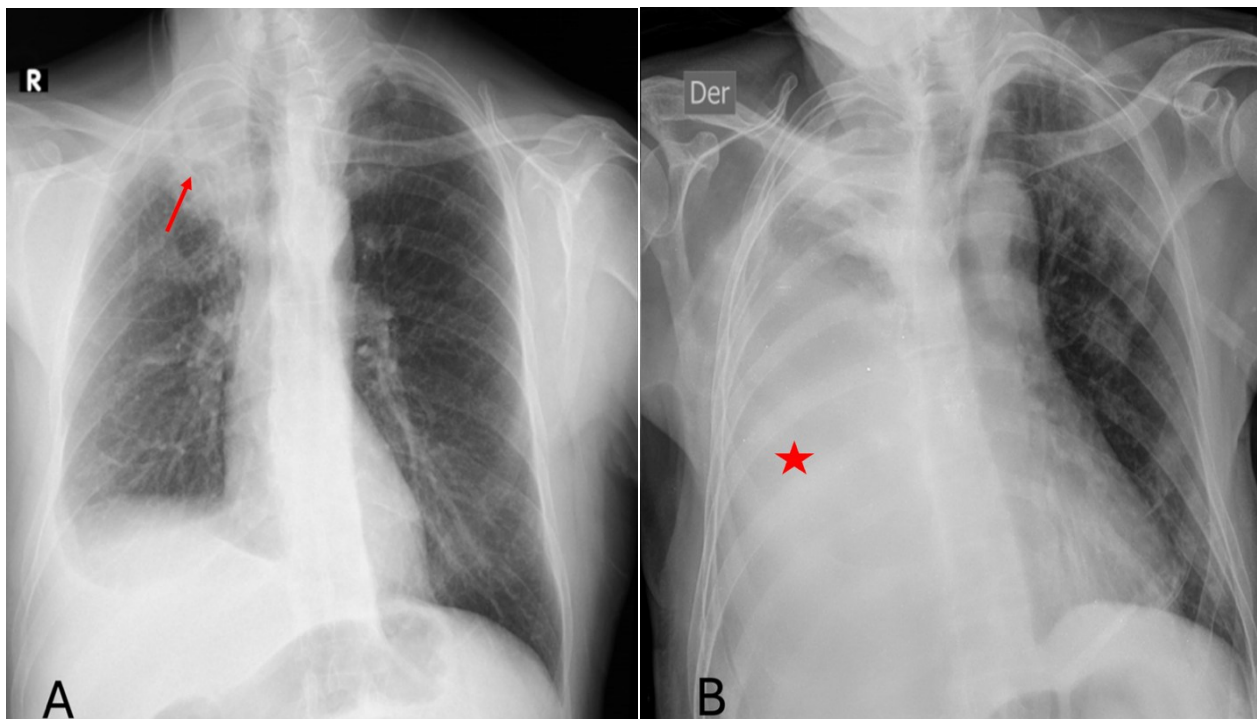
(A) Radiografía de tórax PA: gran masa apical derecha, con signo cérvico-torácico positivo (flecha), asociada a retracción mediastínica ipsilateral y derrame pleural derecho. (B) Radiografía de tórax AP: además de la lesión previamente descrita, se evidencia derrame pleural izquierdo extenso (estrella).
